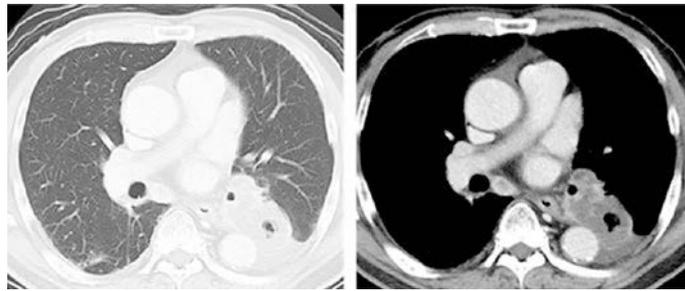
Contrast-enhanced chest computed tomography at diagnosis. Chest computed tomography revealed a cavitary tumor in the left lower lobe accompanied by enlargement of left hilar and mediastinal lymph node.
